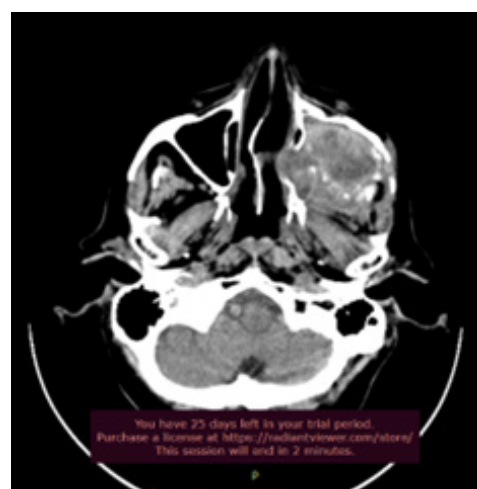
CT scan of the skull. Tumor of the maxillary cavity, destroying its walls
